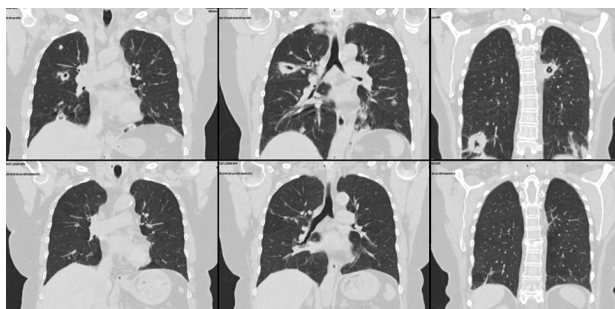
(A-B). Comparación en tomografía computerizada torácica en plano coronal antes y después del tratamiento inmunosupresor. A: Al momento del diagnóstico. Se observa la presencia de múltiples infiltrados pulmonares bilaterales, predominantemente en lóbulos superiores y medios, con áreas cavitadas de bordes irregulares y patrón en vidrio deslustrado circundante, compatibles con vasculitis granulomatosa activa. B: Tras tres meses de tratamiento. Se evidencia resolución completa de las lesiones pulmonares, con desaparición de los nódulos cavitados y consolidaciones, persistiendo únicamente mínimas áreas de fibrosis y patrón lineal residual. Estos hallazgos son consistentes con respuesta favorable al tratamiento inmunosupresor con glucocorticoides y rituximab.
